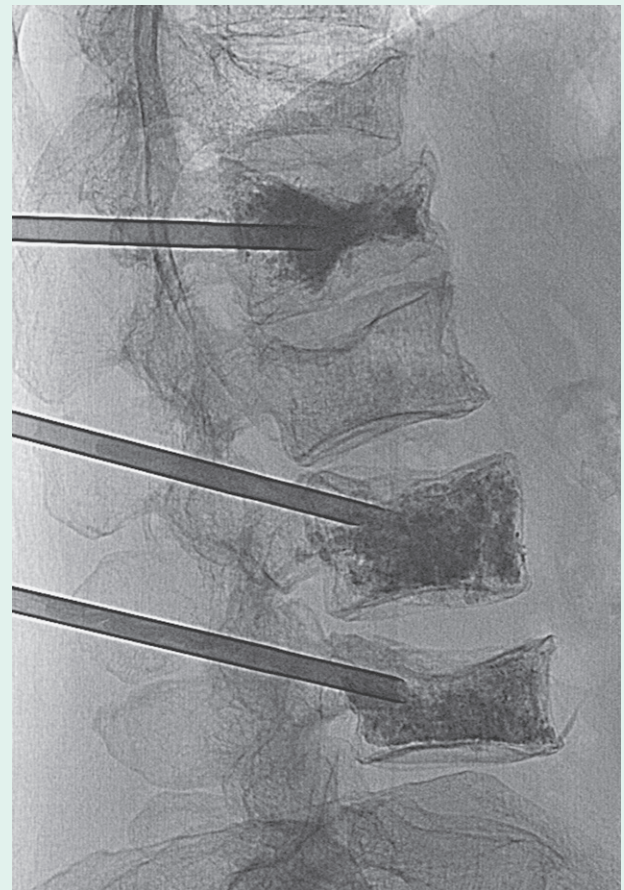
Radiographie de la colonne lombale montrant trois troquards intrapédiculaires, placés dans le centre des corps vertébraux. Le matériel de haute densité est un ciment osseux radio-opaque, qui a été injecté sous forme liquide pour se solidifier ensuite.
